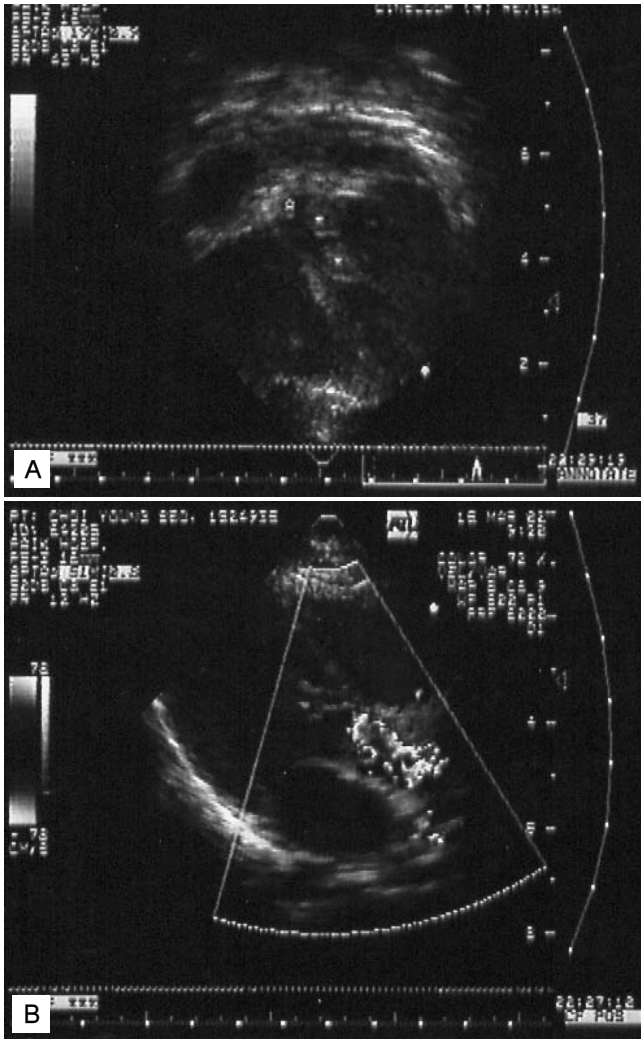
Echocardiography demonstrates two subaortic masses (*) in the apical five chamber view (A) and high-velocity mosaic flow of subaortic stenosis by color-flow Doppler in parasternal long axis view (B).
